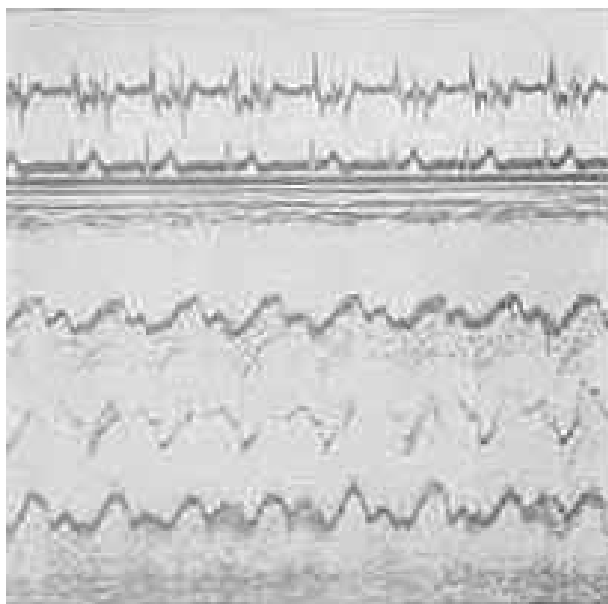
Ecocardiograma mostrando dilatação aórtica no "propositus"
